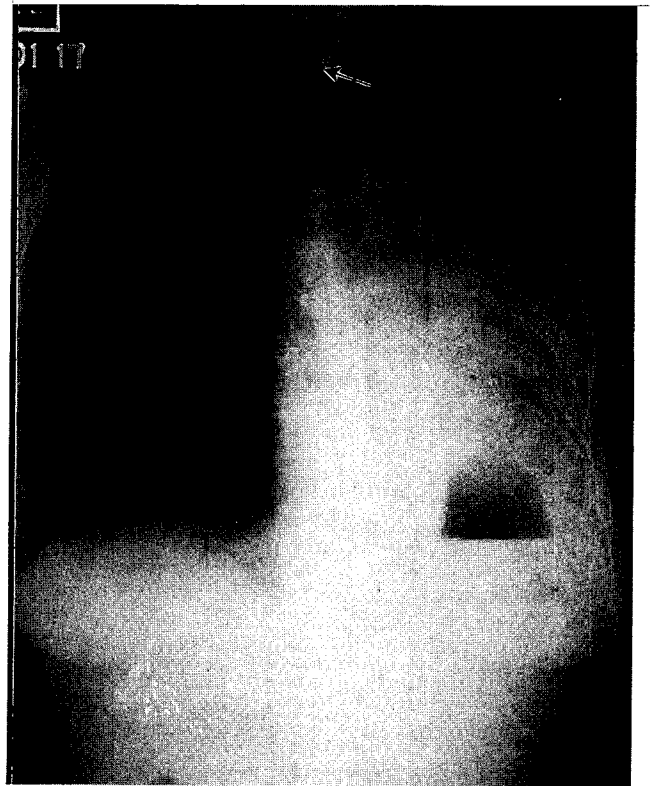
Chest X-ray at admission. It shows tracheal stenosis.(arrow : stenotic site)
